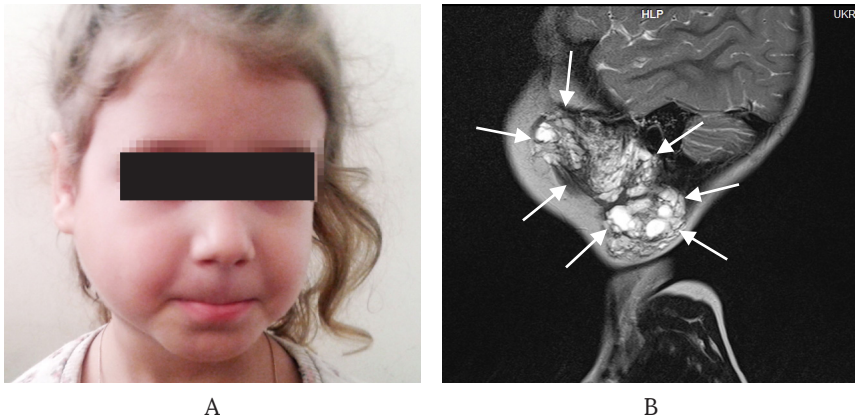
Дівчинка Т., 4 роки, ЛМ голови: А – фото, незначна асиметрія обличчя; В – МРТ в режимі T2, сагітальна проекція – значна площа ураження з поширенням у крилопіднебінну ямку.
